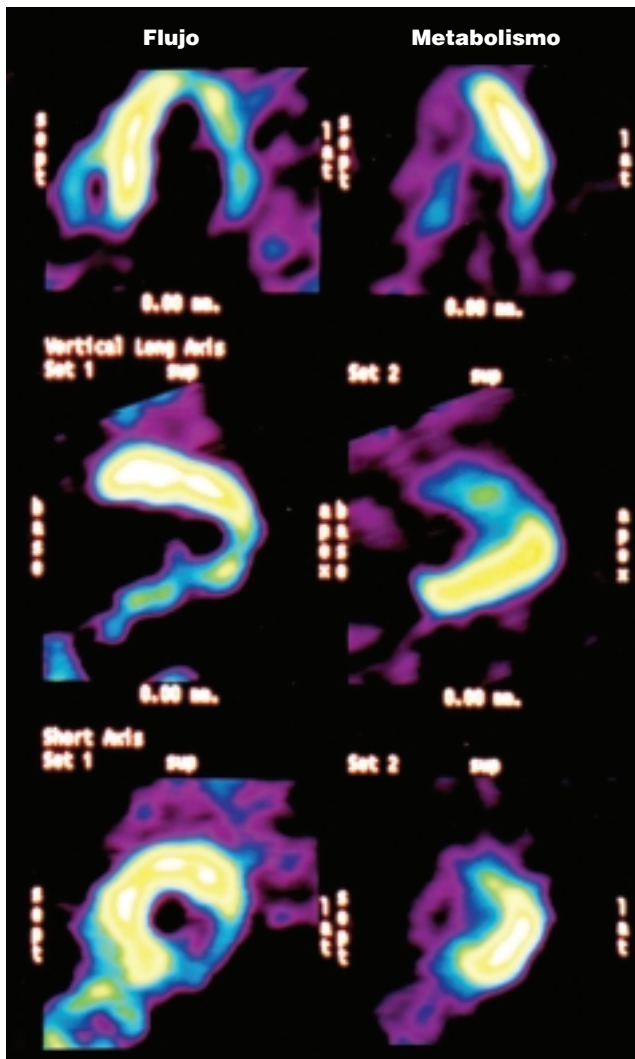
Estudio de PET realizado en un paciente sin sobrecarga oral de glucosa. Patrón discordante o «mismatch» sugestivo de viabilidad. En los cortes tomográficos se observa un defecto de flujo en las caras inferior y lateral, que presentan una hipercaptación relativa de  $^{18}\text{F}$ -FDG en el estudio de metabolismo. Cortesía del Prof. Dr. J. L. Carreras.
